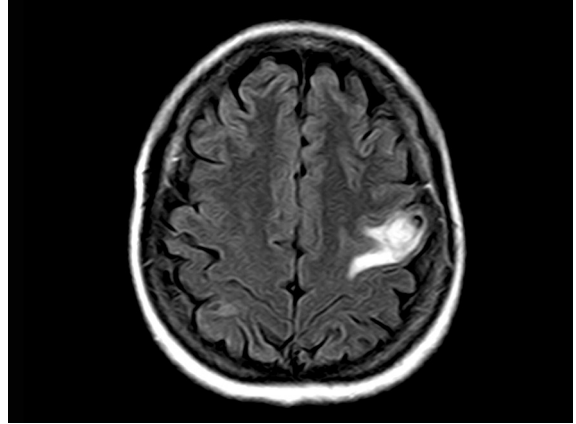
Secuencias axial FLAIR del mismo paciente que muestra la misma lesión asociada a edema perilesional.
